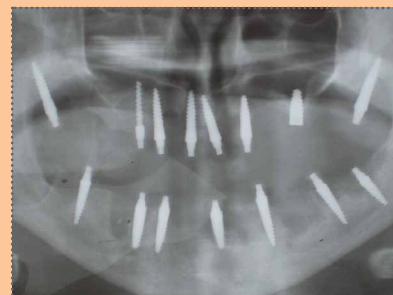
Ортопантомограмма 6-го Ю., непосредственная установка имплантатов после удаления зубов
